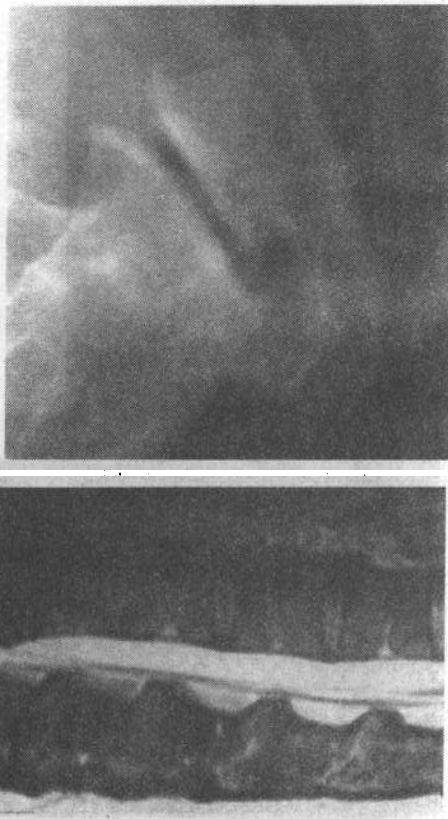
(左) 椎间盘退行性变。L5~L1 椎间盘内有真空现象,椎体前后缘骨赘形成。图 2(右) 椎间盘脱水和膨隆。MRI 矢状面 T2 加权像显示除 L4~L5 外其余诸椎间盘均富含水分,呈典型的汉堡包状。L4~L5 椎间盘脱水膨隆,提示早期的椎间盘退行性变
